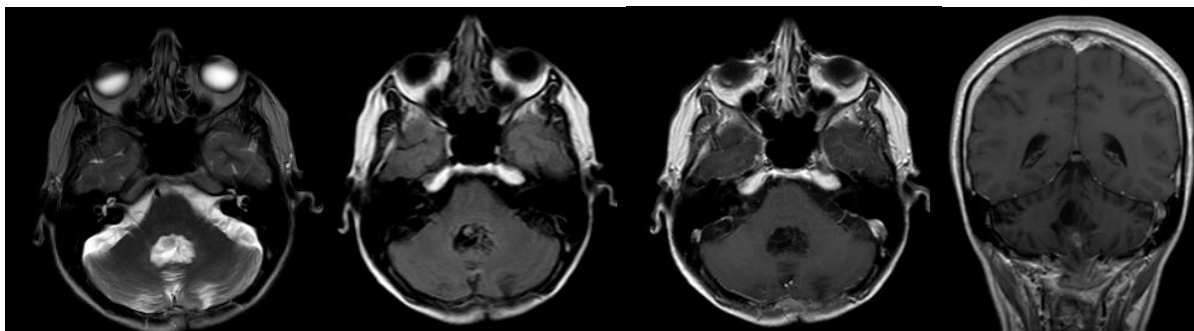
RM cerebral posquirúrgica de septiembre de 2021. Imágenes T2, FLAIR y T1 poscontraste que demuestran la lesión residual en el cuarto ventrículo.
